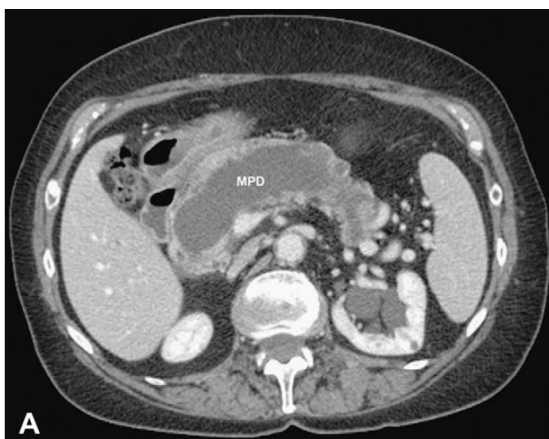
IPMN MD. La TC mostra marcata dilatazione del dotto pancreatico principale (MPD).
